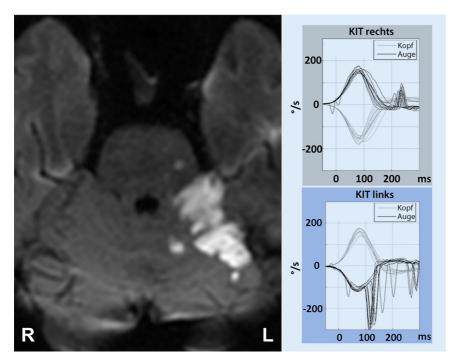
T2-jähriger Patient mit einem akuten vestibulären Syndrom und Hörverlust links. In der Diffusionswichtung der kranialen Magnetresonanztomographie findet sich ein Infarkt im Strombahngebiet der A. cerebelli anterior inferior. Der Videokopfimpulstest zeigt links einen verminderten "gain" von 0,7 und Korrektursakkaden als Hinweis auf ein zusätzliches peripher-vestibuläres Defizit. *KIT* Kopfimpulstest
